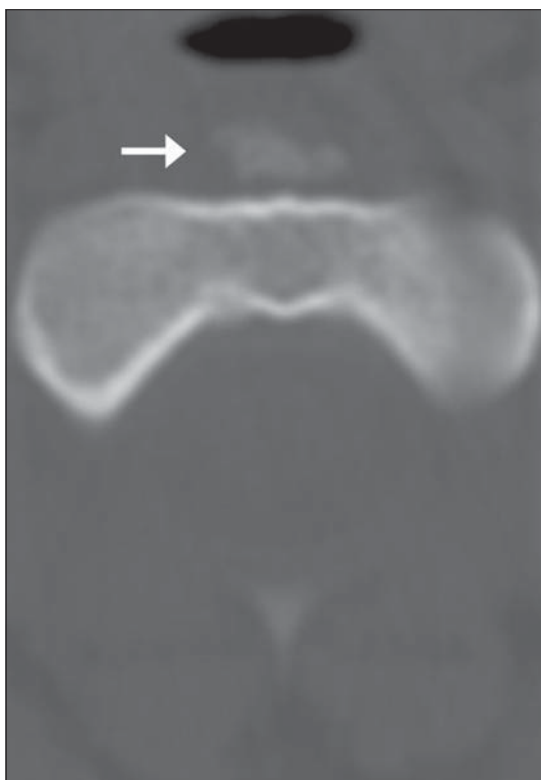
Tomografía Axial Computada cervical a nivel de C2, acercamiento de corte transversal, la flecha muestra calcificaciones prevertebrales que corresponden al tendón del músculo Longus Colli y edema del espacio retrofaríngeo.
